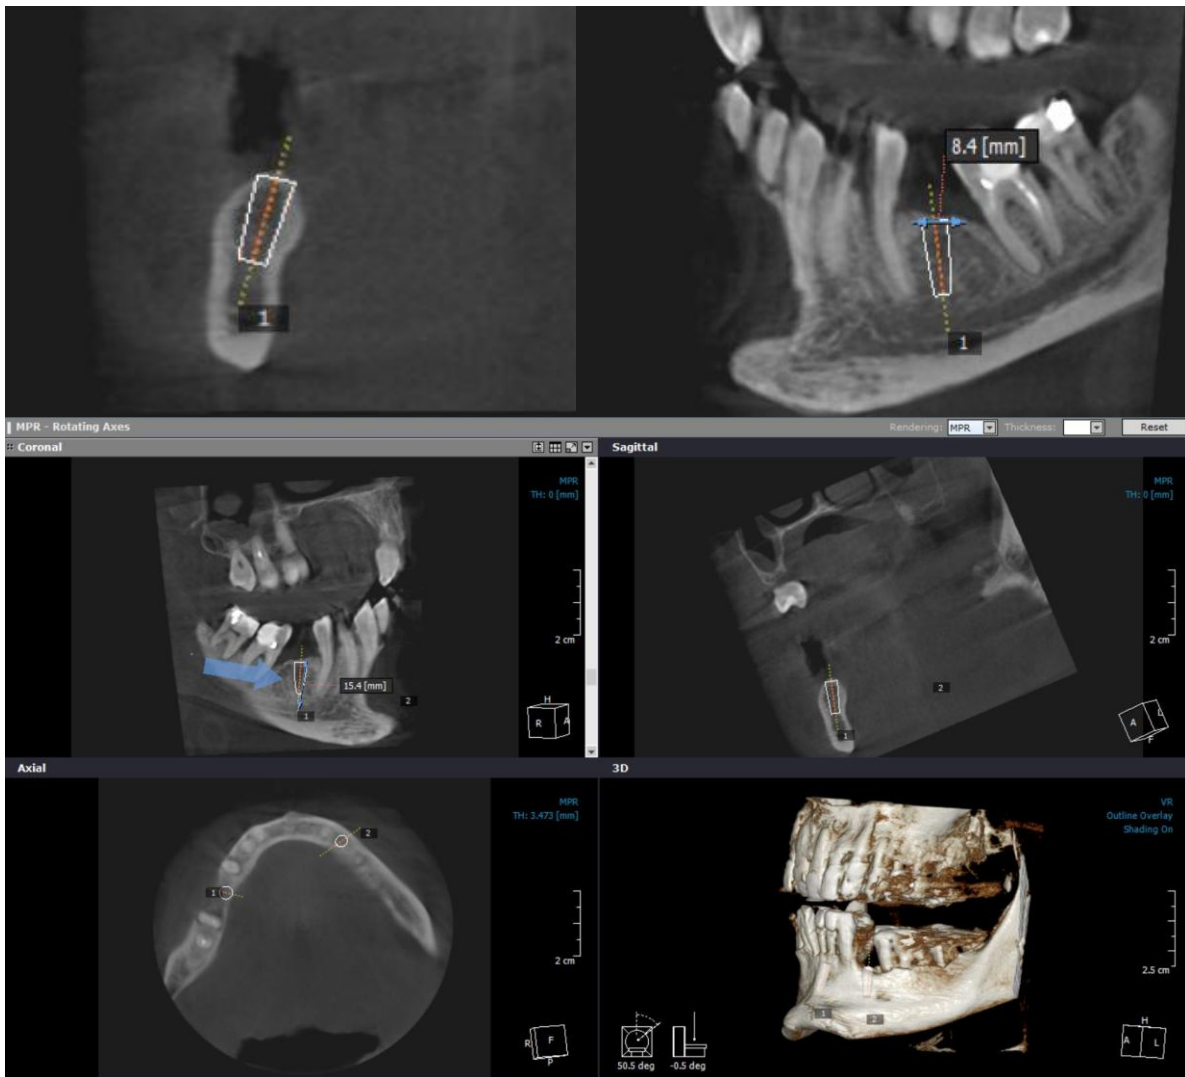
Рентгенограммы нижней челюсти. Виртуальный имплантат установлен в предполагаемой позиции.
